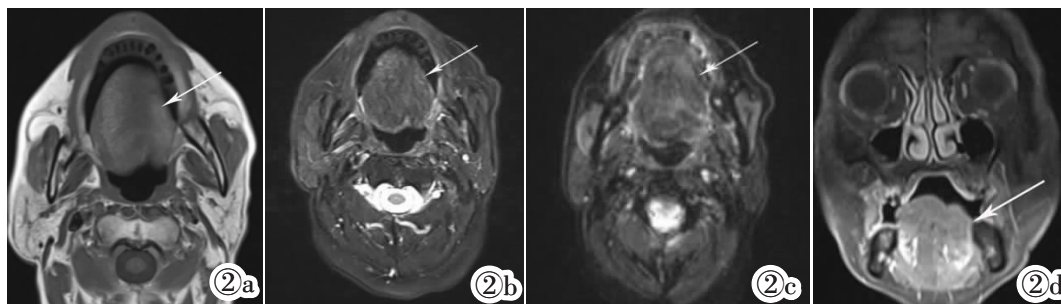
~2d 男,54 岁,鼻咽非角化型未分化癌并左舌肌 DML。图 2a:T<sub>1</sub>WI 示左侧舌肌萎缩,可见脂肪替代信号。图 2b:T<sub>2</sub>WI 示左舌肌呈等信号。图 2c:DWI 左侧舌肌呈等信号。图 2d:T<sub>1</sub>WI 增强后
